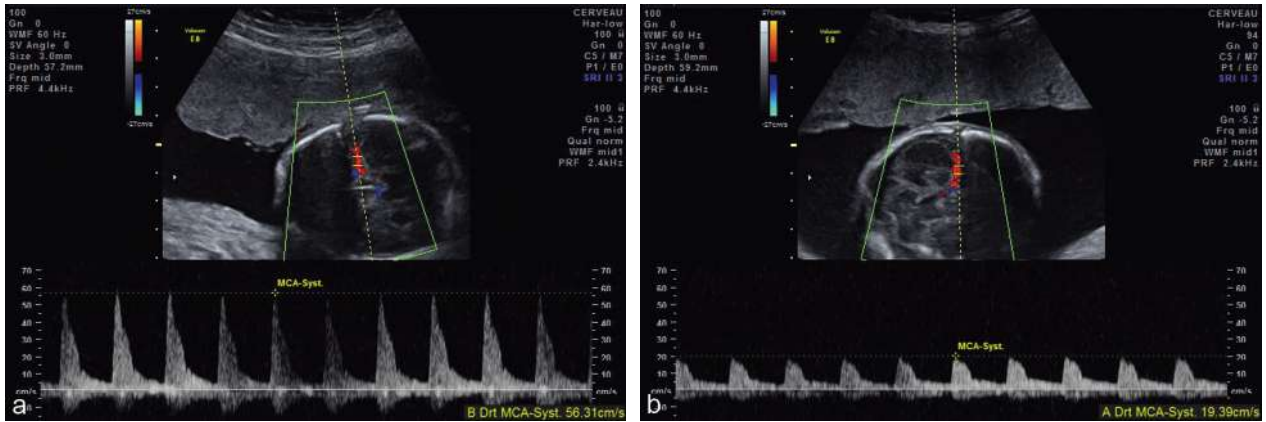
Séquence anémie–polyglobulie ou TAPS. Doppler cérébral. Vitesse systolique maximale dans l'artère cérébrale moyenne (VSM-ACM) élevée chez le fœtus anémique (a) et faible chez le fœtus polyglobulique (b), respectivement 56 et 19 cm/s.
